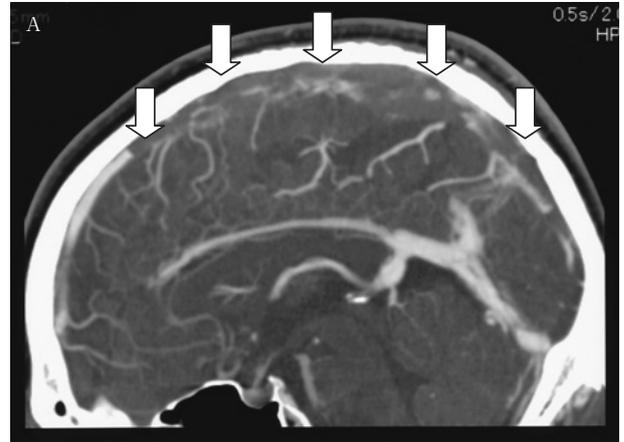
A Enhanced CT of the head reveals a defect of contrast enhancement in the superior sagittal sinus (white arrow).
